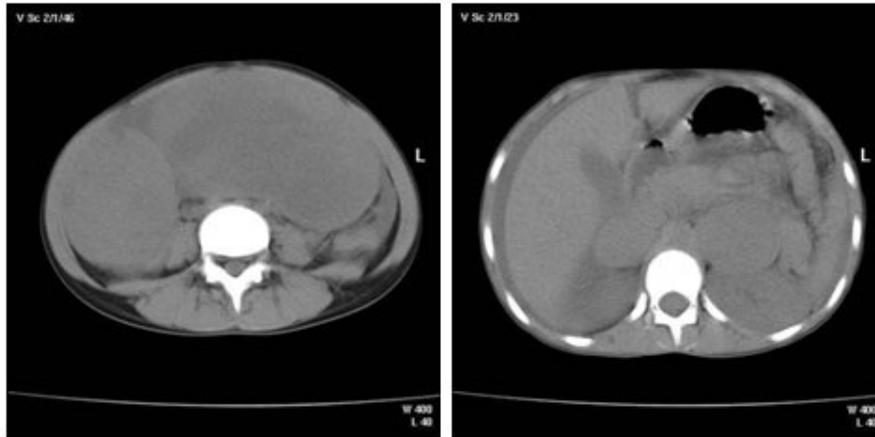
Tomografías computarizadas de abdomen donde se observan los tumores ováricos y de suprarrenal izquierda.
